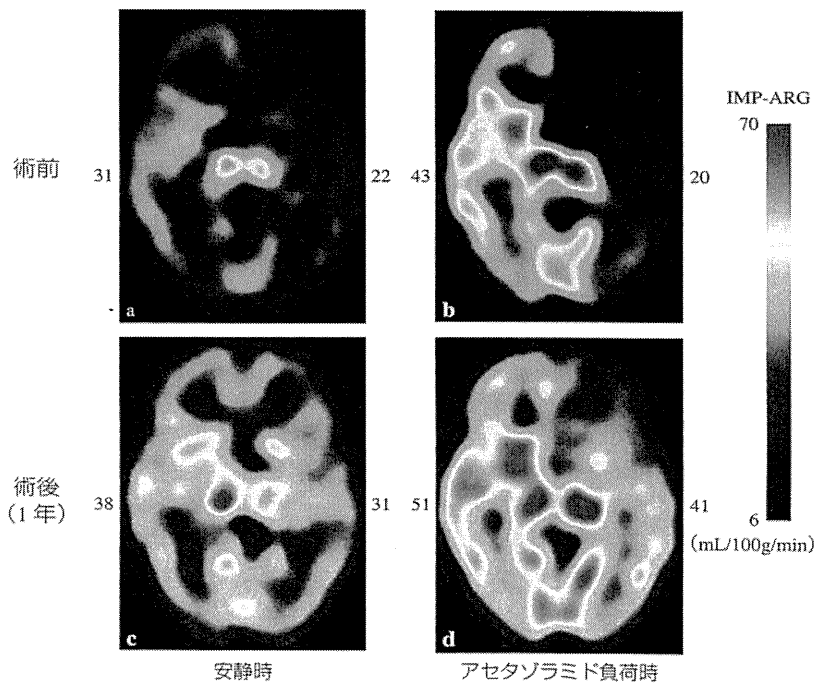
急性期の進行性脳卒中例の脳血流 SPECT 定量画像解析
